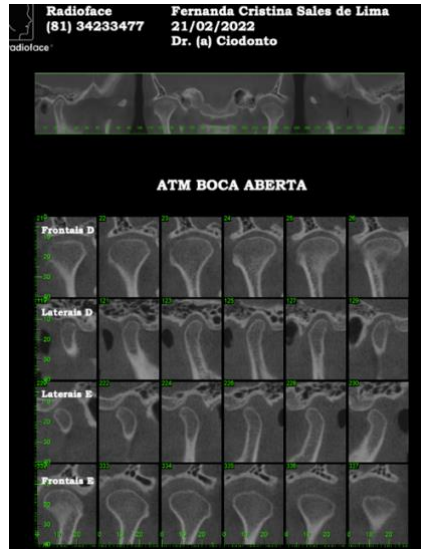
Tomografia boca aberta
